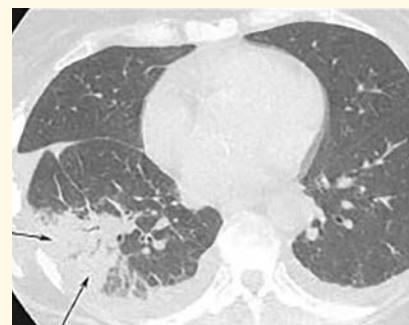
КТ легких на уровне нижних долей. Симптом субплевральной консолидации и уплотнения легочной паренхимы клиновидной формы, широким основанием прилежащей к плевре. Скопление выпота в плевральных полостях
